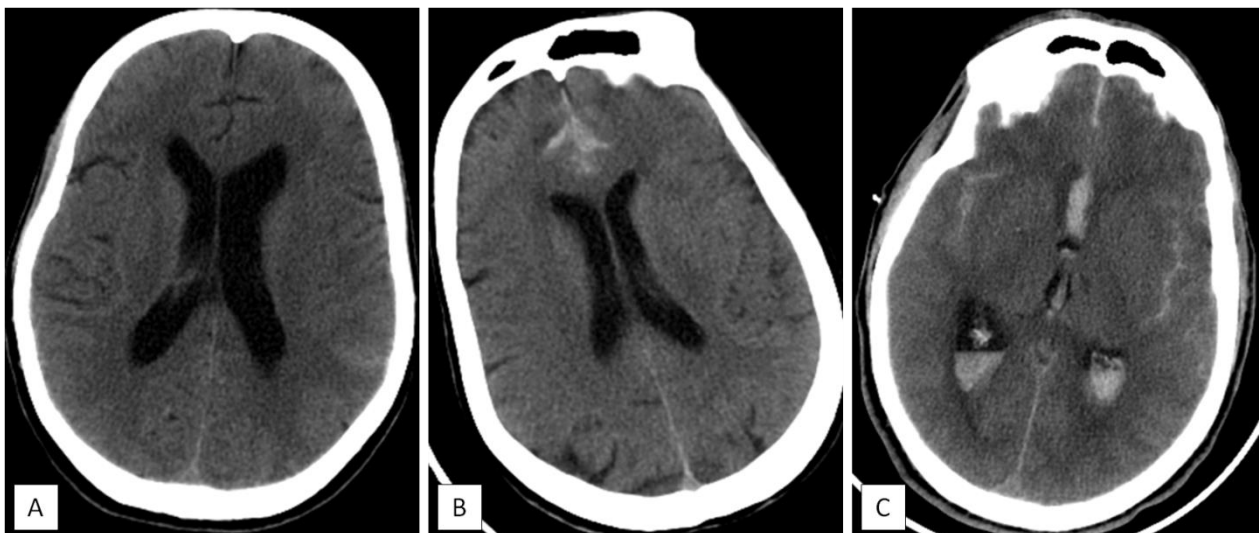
Stades de Fisher de l'hémorragie méningée en TDM sans contraste.
